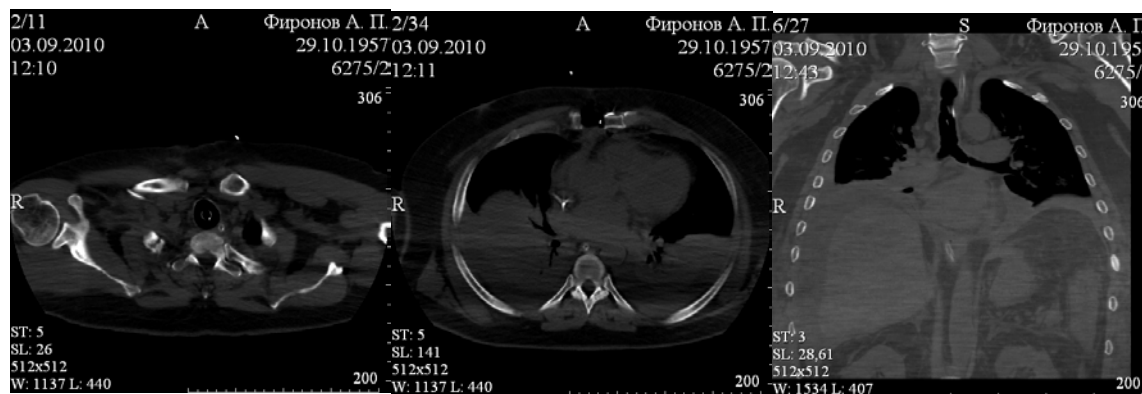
Компьютерная томография органов грудной клетки (пояснения в тексте)
